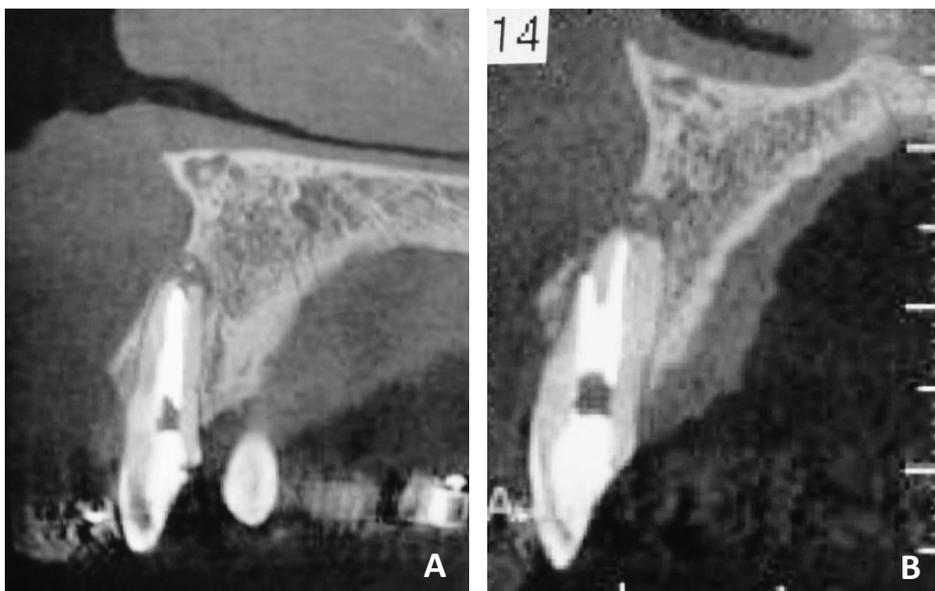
Exame tomográfico do dente 12. A) Presença de lesão periapical; B) Presença de perfuração radicular em nível médio de raiz com extravasamento de material obturador e reabsorção óssea em terço apical.
